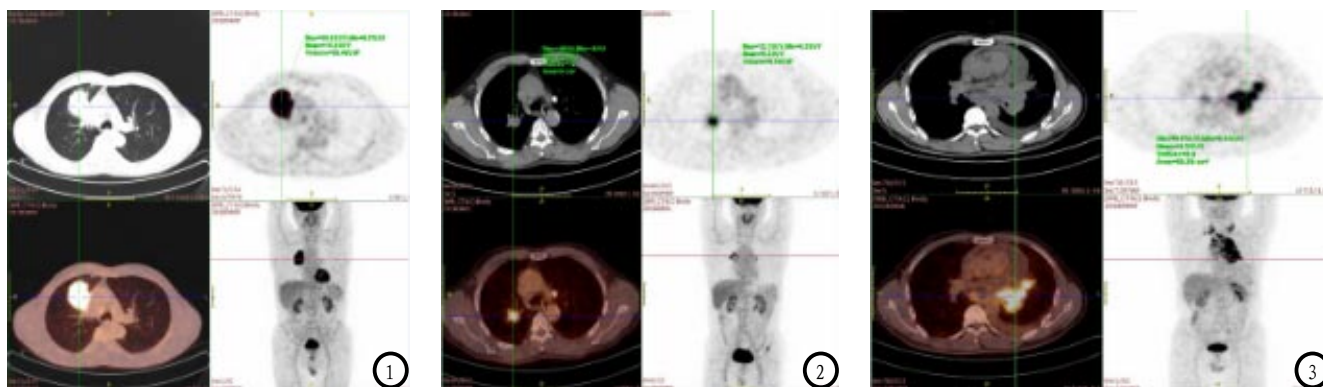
鳞癌的PET/CT表现。图2 腺癌的PET/CT表现。图3 小细胞肺癌的PET/CT表现。
